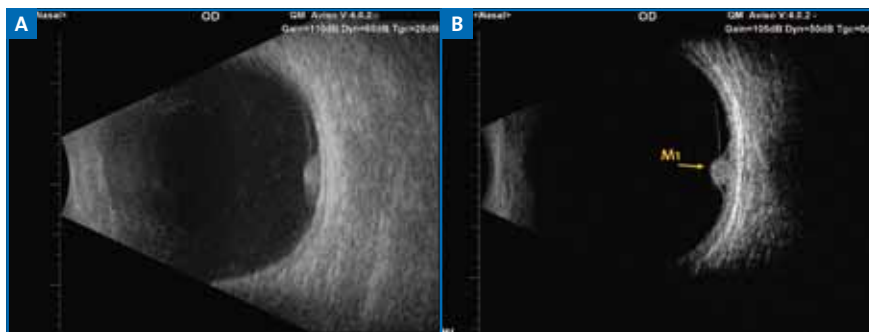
Coupe échographique en mode B à la sonde de 10 MHz d'un angiome (dans le cadre d'une maladie de von Hippel-Lindau). B : Même coupe échographique à la sonde de 20 MHz (noter les détails de la lésion ainsi que le décollement séreux de contiguïté).
